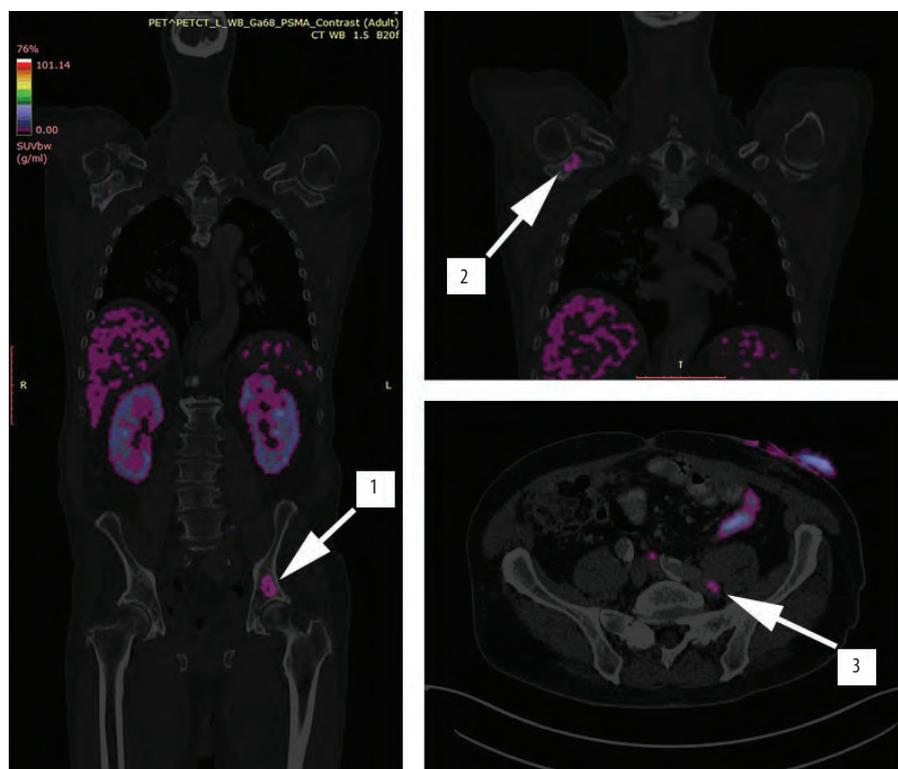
Позитронно-эмиссионная томография всего тела с ^{68}Ga -простатическим специфическим мембранным антигеном: 1 – очаг в левой подвздошной кости; 2 – очаг в правой лопатке; 3 – поражение лимфатических узлов по ходу левых общих подвздошных сосудов
